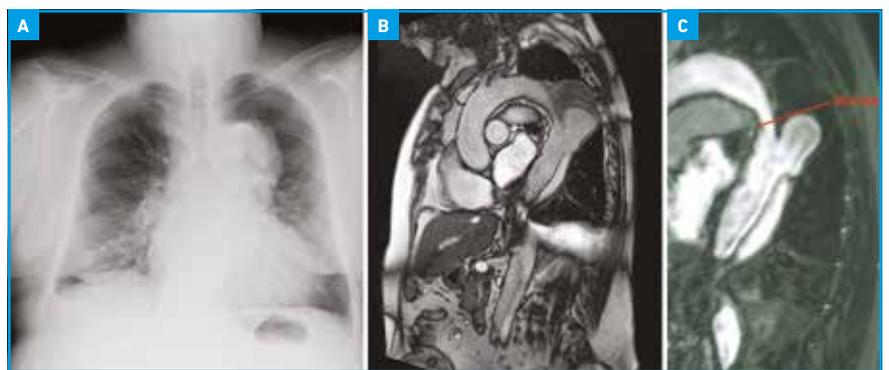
Homme de 82 ans, aux antécédents de DA type B, perdu de vue, se présentant pour contrôle. A : Radiographie thoracique retrouvant une ectasie de l'aorte au niveau du bouton aortique. B et C : Scanner illustrant une dilatation anévrysmale de l'aorte thoracique descendante avec faux chenal perméable, alimenté par la porte d'entrée proximale.
